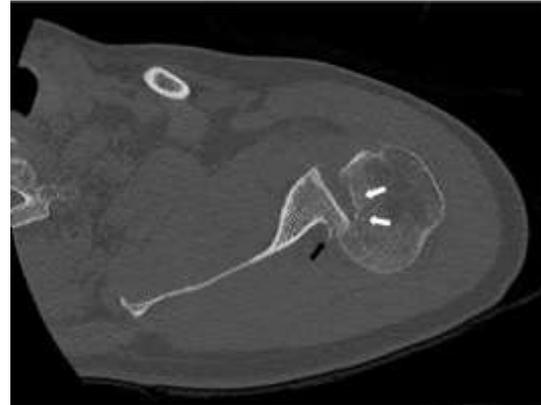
Coupe axiale de CT montrant une lésion de type Hill-Sachs inverse (flèches blanches) et une petite lésion de Bankart osseuse (flèche noire)
